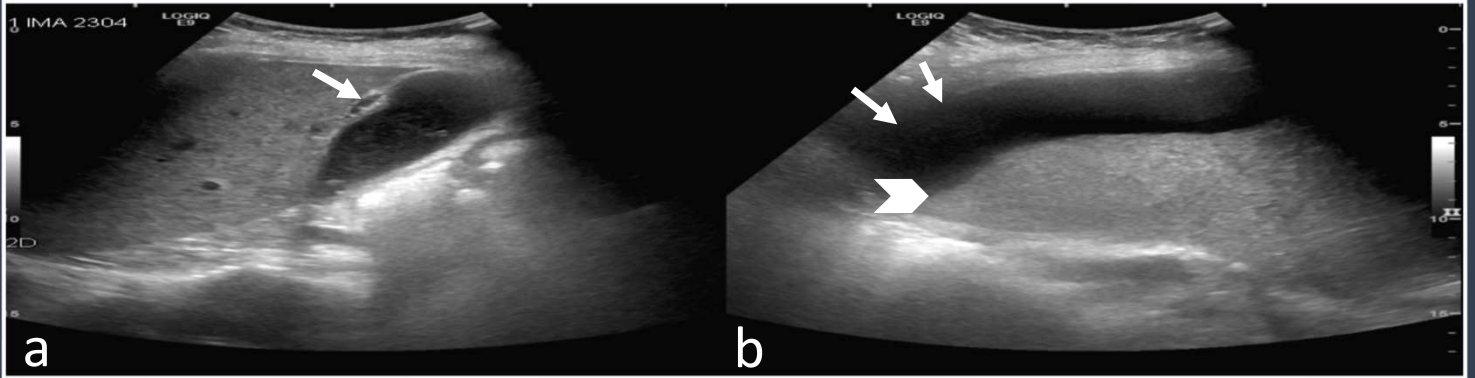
(a) Ecografía abdominal que demuestra vesícula hidrópica de paredes engrosadas con edema subseroso y barro biliar en su interior (flecha). (b) Colección anecoica (flechas) adyacente al margen subfrénico del LHD. (punta de flecha).
